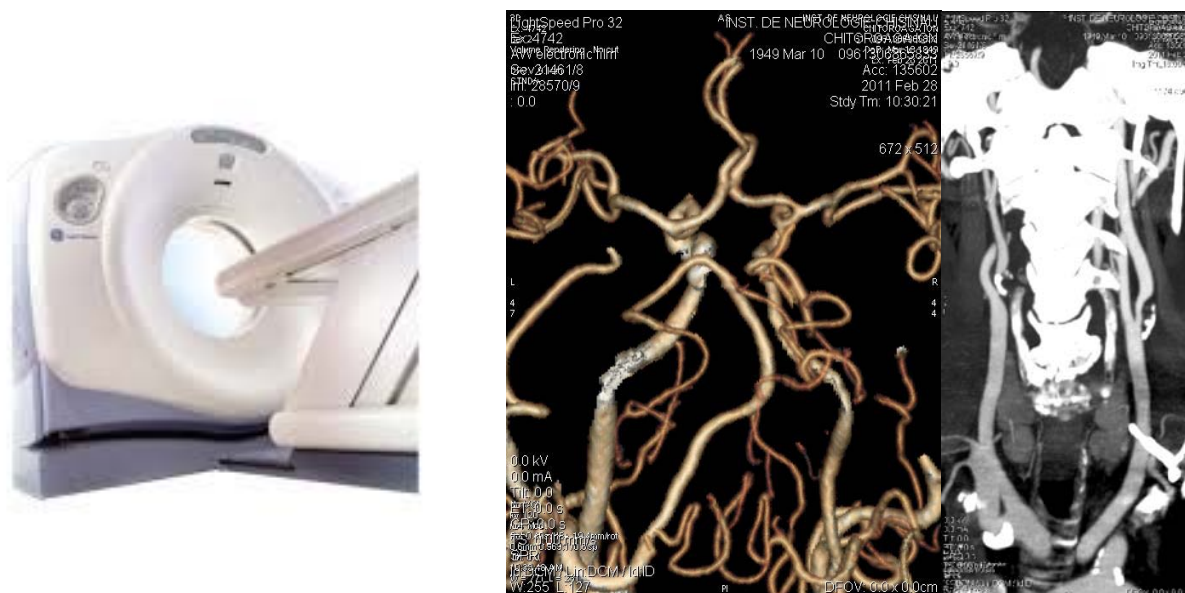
Computer Tomograful si imaginile CT angio
